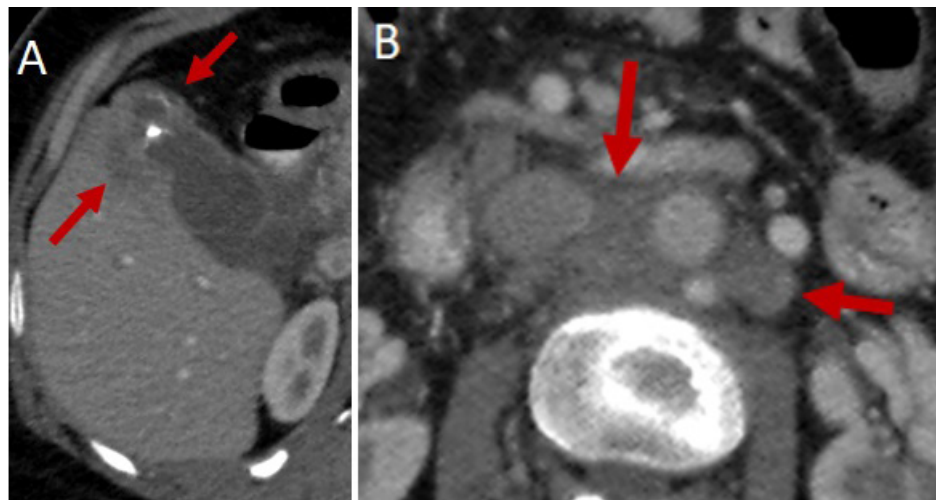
Tomografía axial que muestra masa en el fondo de la vesícula (A) y compromiso ganglionar para aórtico (B)
